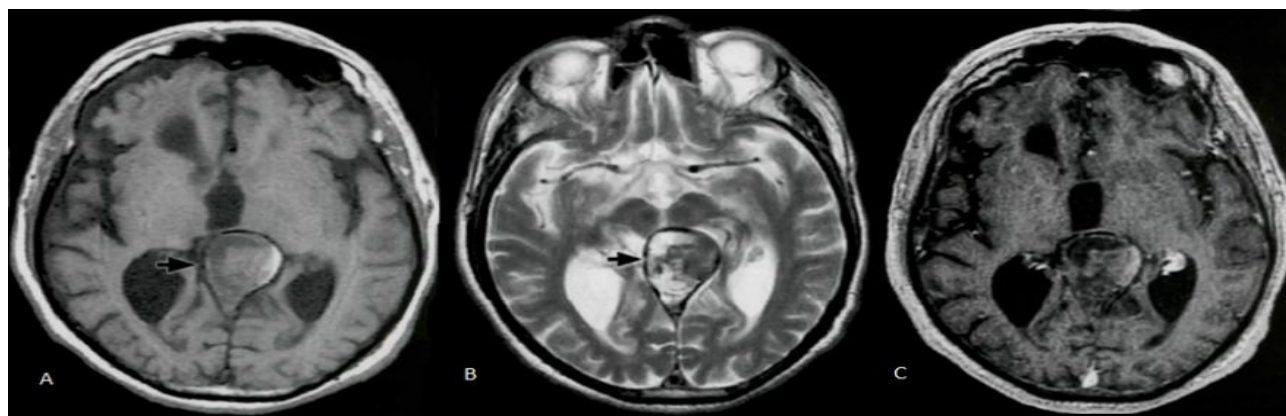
Imagens de RM axial T1 sem contraste (A) e T2 (B) demonstrando conteúdo heterogêneo (setas), compatível com trombo na dilatação venosa. A imagem axial T1 pós contraste (C) não evidenciou opacificação significativa corroborando o diagnóstico de trombose. Fonte Encéfalo - Série CBR, 2012, p 487.
